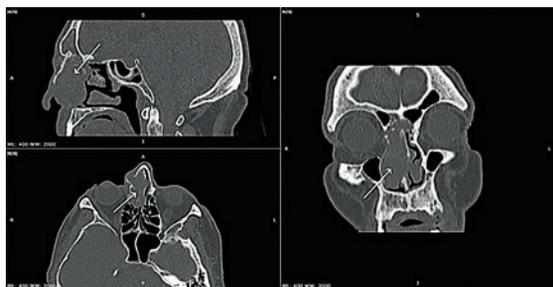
Гемангиома правой половины носа и околоносовых пазух на мультиспиральной компьютерной томографии с контрастным усилением
